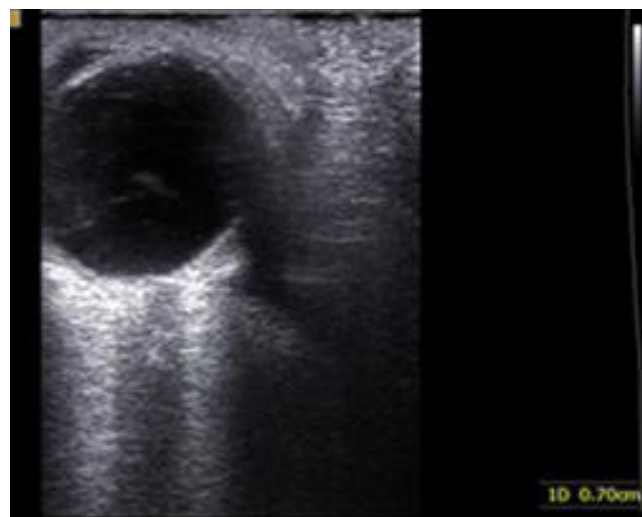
Расширение периневрального пространства зрительного нерва у пациента М. с ХМПЗ (УЗИ глазного яблока и орбиты с доплерографией сосудов)
